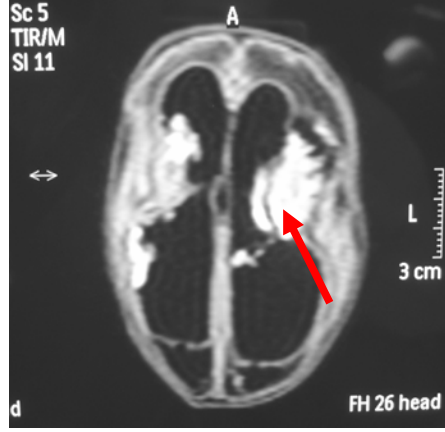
BT’lerde grade 2 ve grade 4 GMK’lı olgularda hidrosefali görüntüleri
